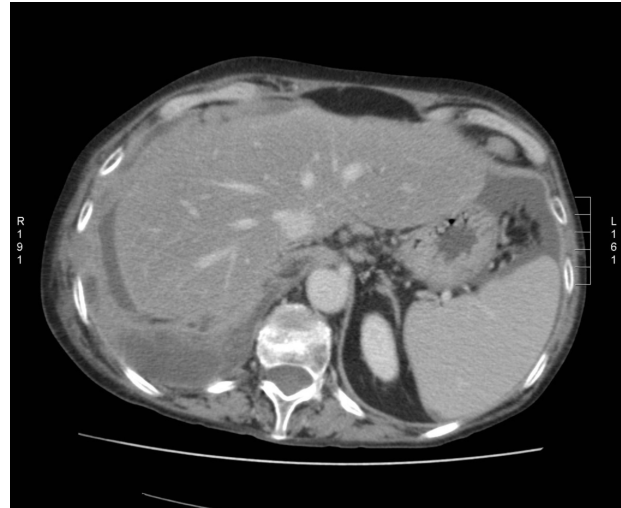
La TC pre-operatoria mostra versamento ascitico periepatico e perisplenico.
